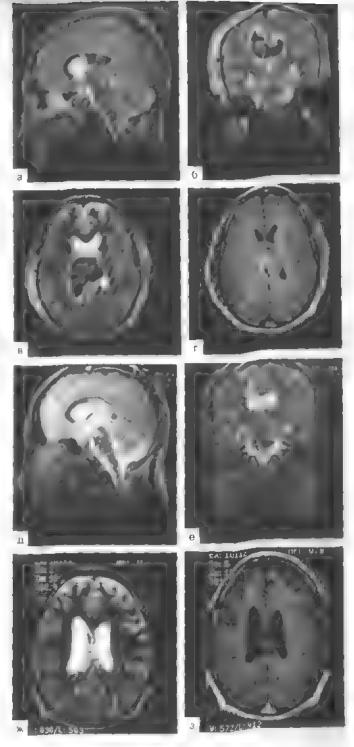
МРТ в режимах Г, и Т, Тяжелая пропикающая ЧМТ у муженины лет. Внугримо яговая гематома и височной в теменной долях слева, крупный очаг размозжения в правой добной доле, не большой очаг размозжения в левой лобной доле. Консервативное лечение а. 6 - 3-и сутки после ЧМТ. Гематома и очаги размозжения марактеризуются преимуинествению понижениюм ингенсизностью сигнала на томограммах в режиме Т, в ленгральных отделах и окружены выраженным гипериптенсив ным перифокальным отёком На томограммах в режиме Т, очаги повреждения характеризуются гетерогенно измененным свеналом, в. г - через 10 сут после ЧМТ Интенсин юсть сигнала дематомы и очатов размозжения значигельно возросла и стала пракгически одинаковои в режимах сканирования Т2 и Т., Сохраниются перифокальный отек, леформация и омещение боковых желудочков слева на право, д. е — спустя 40 сут по сле ЧМТ. На фоне исчезнове ния перифокального отека, расправления желулочков и полной резнелокации сретинных структур - умены ение размеров гравматических субстратов. На томограмме по-Г, выявляется гипоинтегсивный венчик, окружающий внугримо довую гемалому и очаг размозжения; ж, з спустя 74 сут после ЧМТ На месте гематомы сформирова этсь кастолая полость, когорая гиперынтенсивна на томограмме в режиме Т, и изоинтенсивна на томограмме в режиме Т., Рубцово-атрофи ческий процесс в зоне очага размовкения в доблой доле слева. Умеренная диффузная втеом отонаодот вифость
